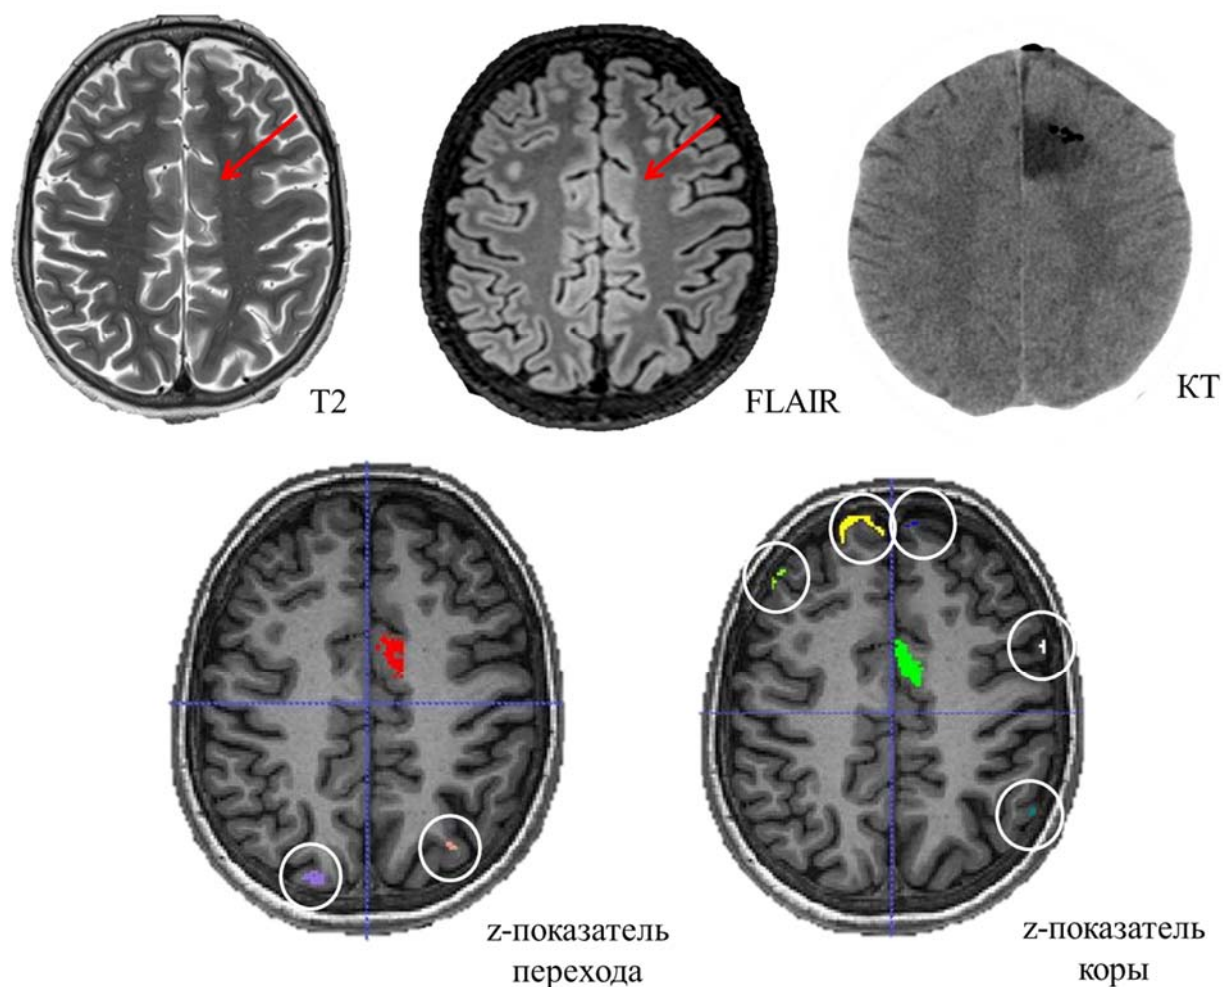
МРТ пациента с ФКД левой лобной доли. На МРТ изображениях без явной патологии. z-карты толщины коры (зеленая зона) и нарушения границы перехода серого и белого вещества (красная зона) демонстрируют anomalно яркие зоны, совпадающие с зоной резекции. В белых кругах обозначены условно ложноположительные зоны
